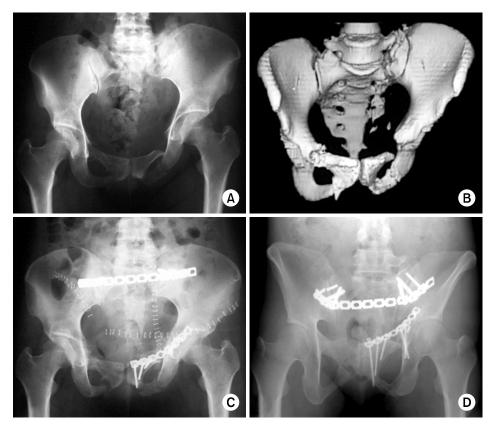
(A, B) A 39-year-old female patient with Tile type C3 unstable pelvic fracture with left sacral fracture, which were both superior and inferior rami fractures on X-ray and 3-dimensional computed tomographys.
